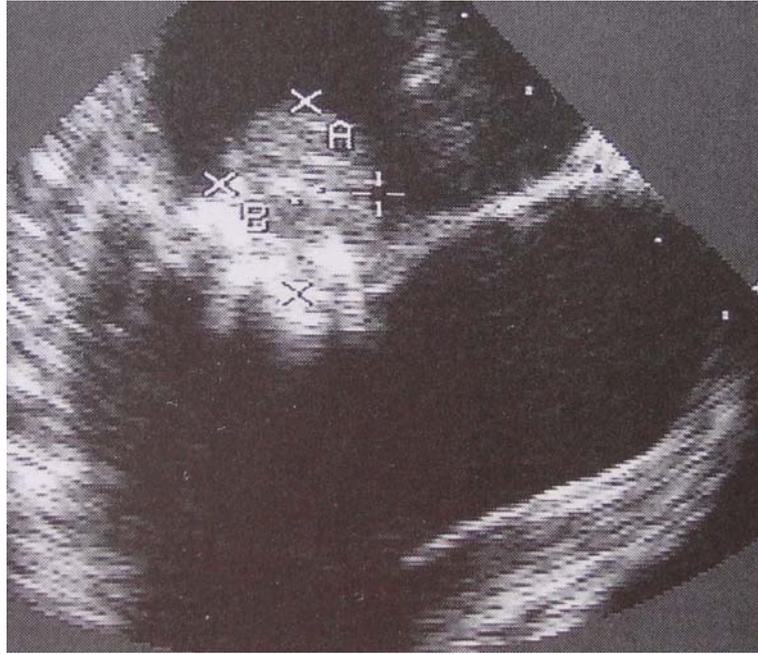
Echocardiographie transoesophagienne en coupe longitudinale montrant une volumineuse végétation mitrale. (D'après la SFC [56]).
